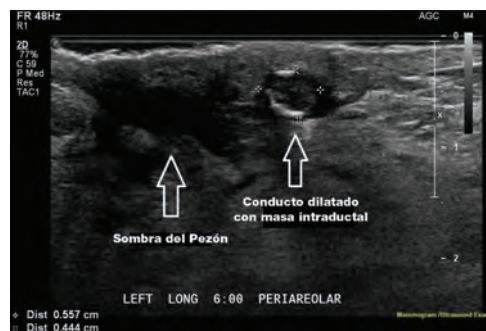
Ultrasonido de un nódulo subareolar.
